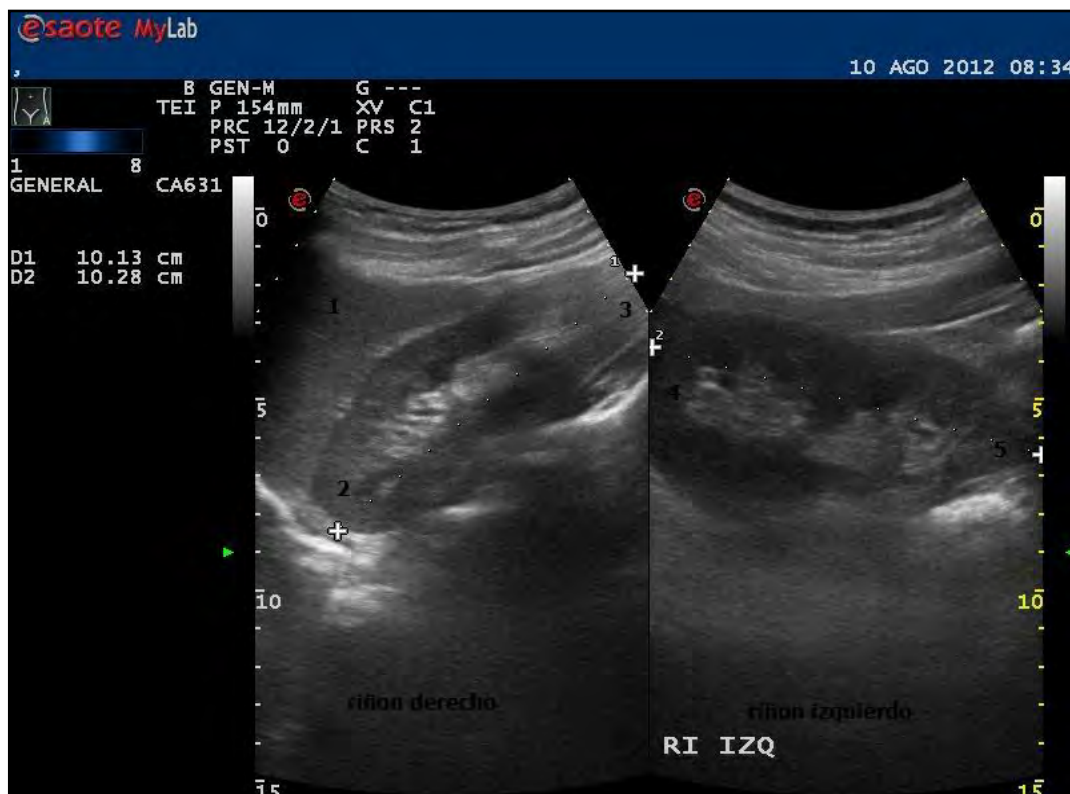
Medición del DLM renal por ecografía. Riñón derecho e izquierdo respectivamente. 1, hígado; 2, polo superior; 3, polo inferior; 4, polo superior; 5, polo inferior.
